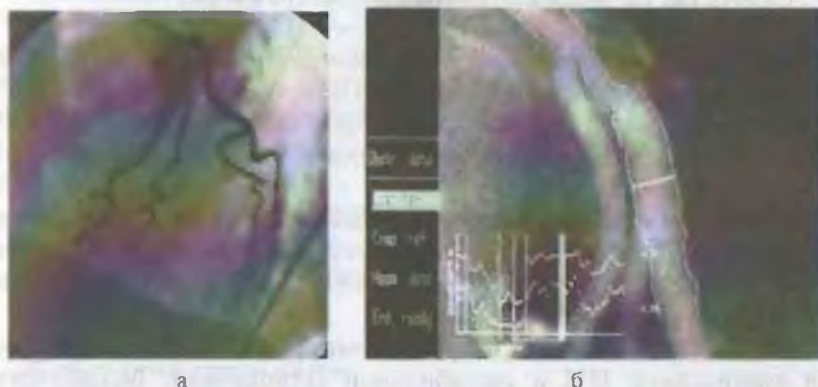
Ангиограмма (рентгенологическое исследование с контрастированием) коронарных сосудов здорового человека (а) и пациента с ИБС (б)
